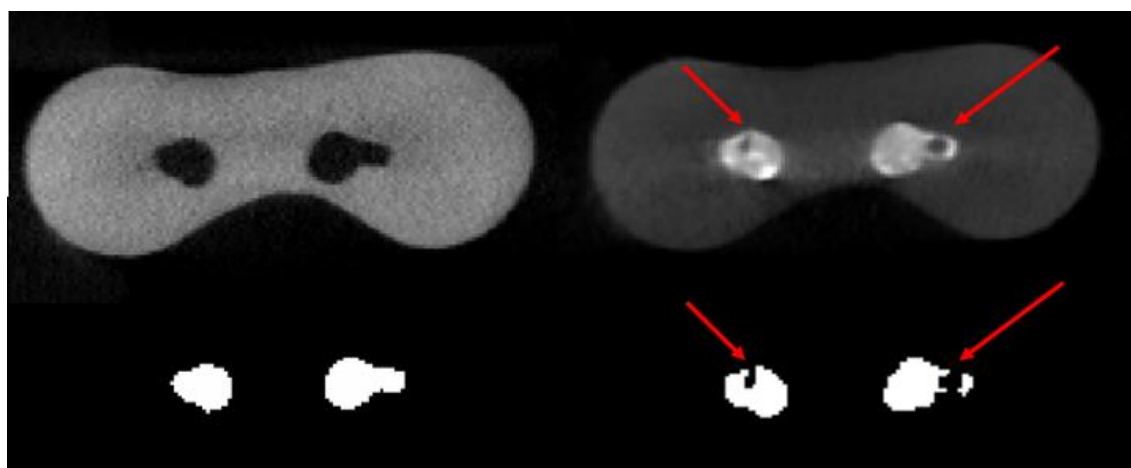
Secção transversal de imagem de micro-CT. Imagem do canal preparado (esquerda) e obturado (direita). As setas apontam as falhas na obturação após condensação lateral ativa
